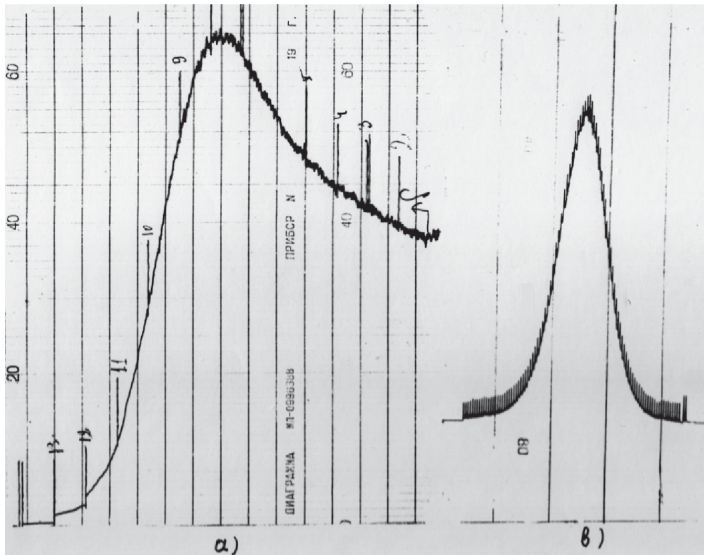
Результаты первых измерений при энергии 135 МэВ: а) кривая Брэгга, снятая с помощью автоматически наращиваемого алюминиевого фильтра; б) радиальная зависимость поглощенной дозы, снятая с помощью управляемого сцинтилляционного счетчика, передвигавшегося перпендикулярно пучку. Из [3]
